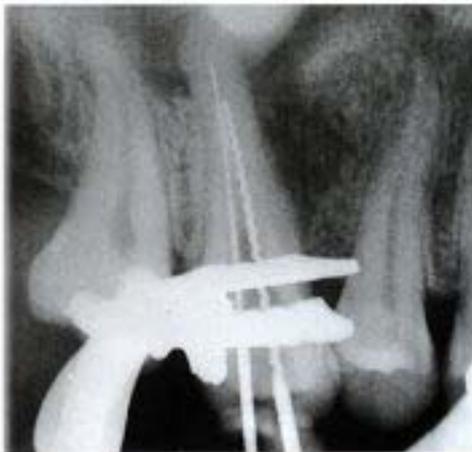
Die Röntgenkontrastaufnahme zeigt zwei instrumentierte Wurzelkanäle; das Füllmaterial scheint vollständig entfernt zu sein.
